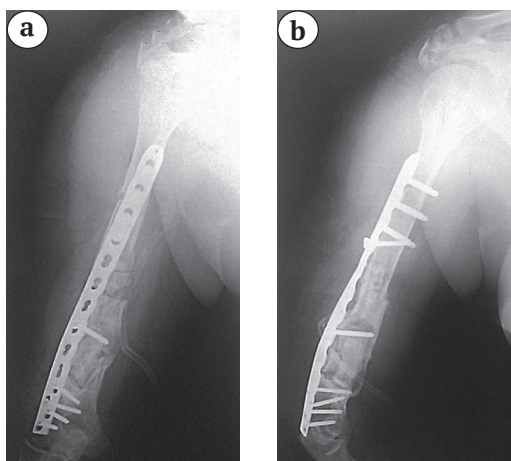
Рентгенограммы правой плечевой кости, выполненные интраоперационно: а — в прямой проекции; б — в боковой.
